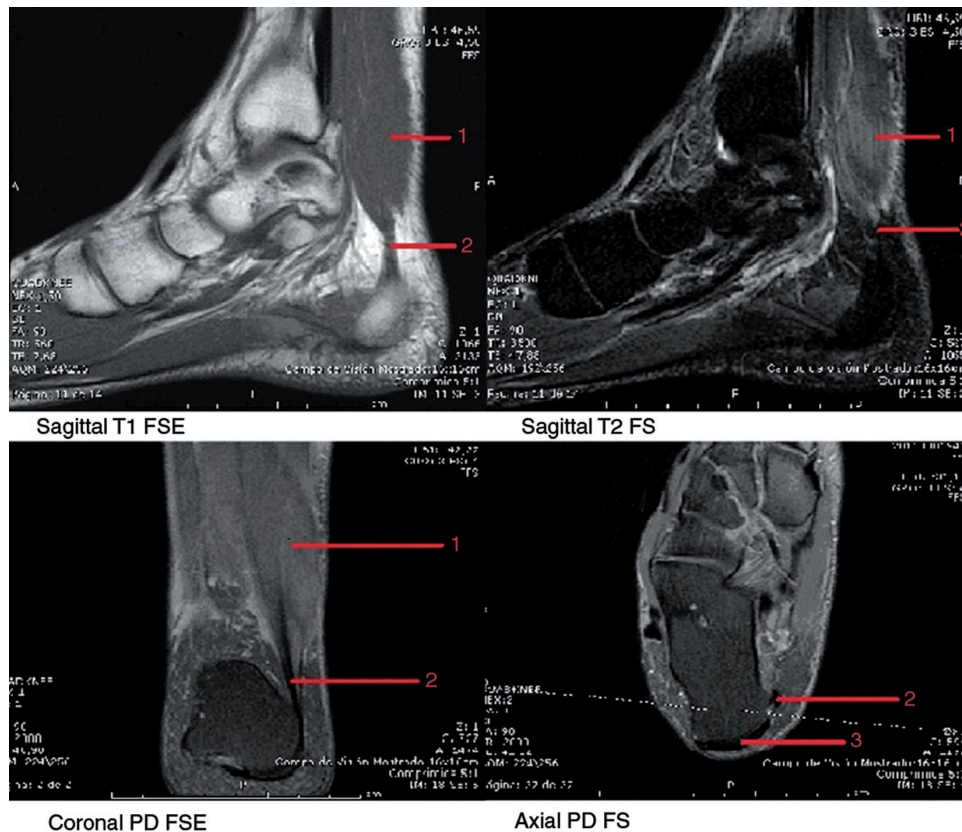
Mosaic RMN. 1. Múscul solí accessori. 2. Tendó solí accessori. 3. Tendó d'Aquil·les.
